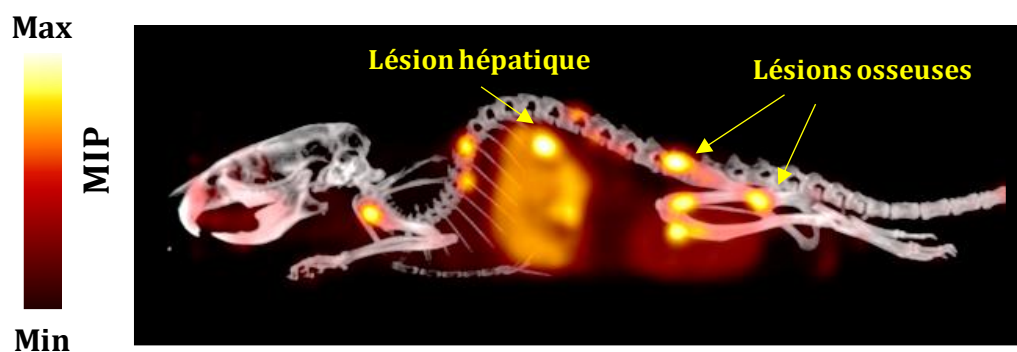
Suivi de l'évolution de la maladie dans le modèle orthotopique MOPC315.BM par imagerie TEP-TDM avec une injection thérapeutique du $[^{64}\text{Cu}]\text{Cu-TE1PA-9E7.4}$
